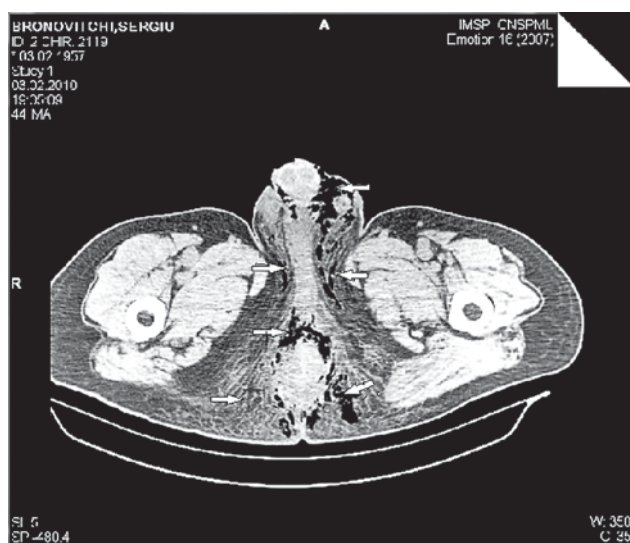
TC axială de pelvis arată edemul țesuturilor moi perirectal și formațiuni gazoase care pornesc din fosele ischiorectale cu răspândire în scrot.
